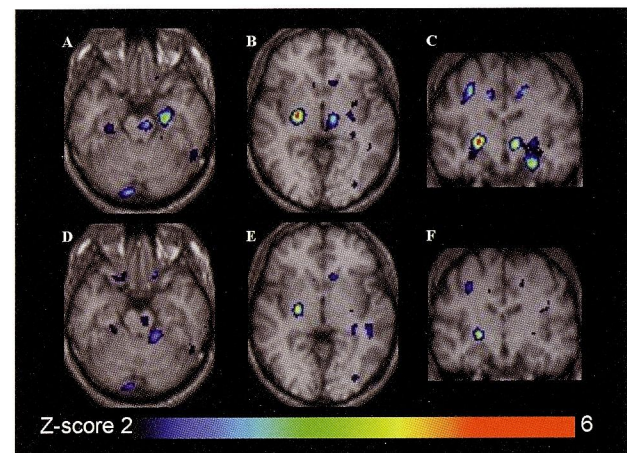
^{99m}Tc-ECD SPECTの経過: eZISによる解析
